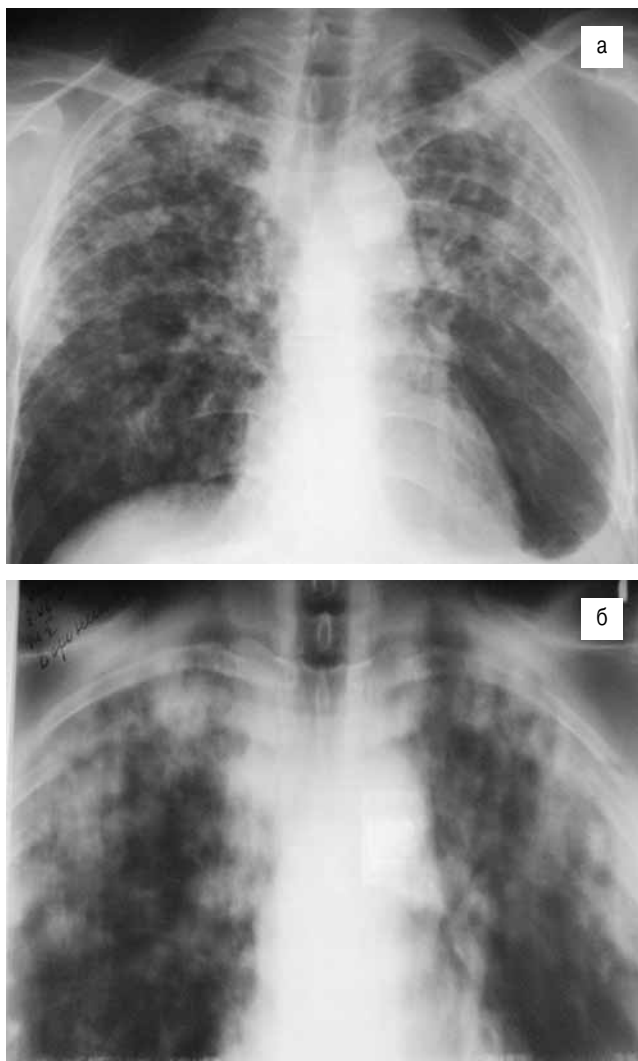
Обзорная рентгенограмма и томограмма (срез 7) больного остропрогрессирующим диссеминированным туберкулезом при выявлении заболевания
